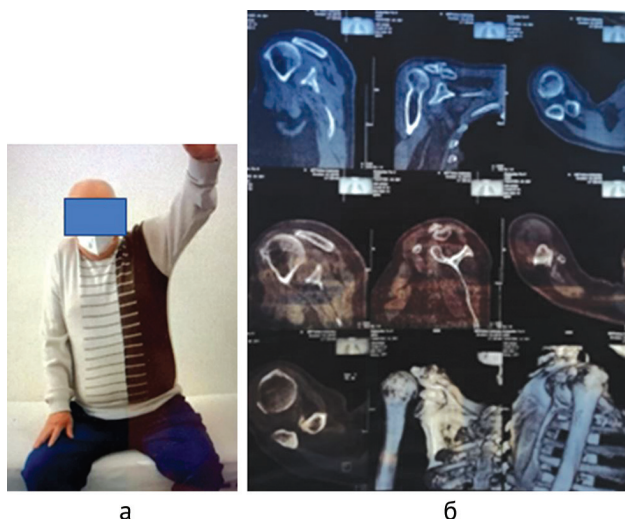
Внешний вид больного при попытке активных движений (а) и данные КТ (б)
